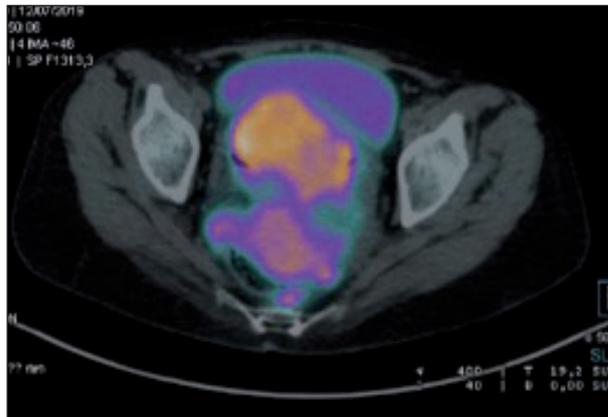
PET-TAC inicial con masa hipermetabólica que afecta al útero, al recto y al sigma.
